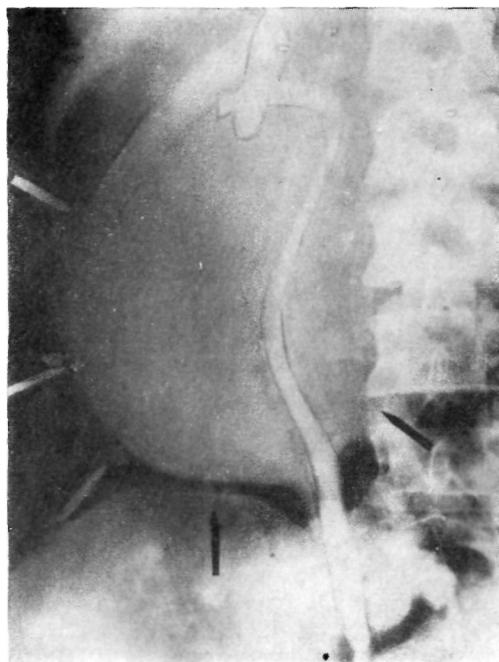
Рентгенограмма больной с кистой головки и тела поджелудочной железы после наложения пневморетроперитонеума и восходящей урографии. Видны контуры кисты, компрессионная деформация почечной лоханки и оттеснение мочеточника кнаружи.
